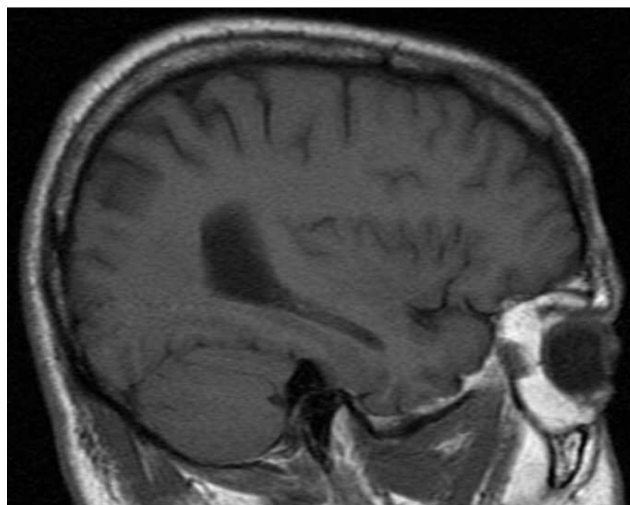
Coupe sagittale IRM T1
